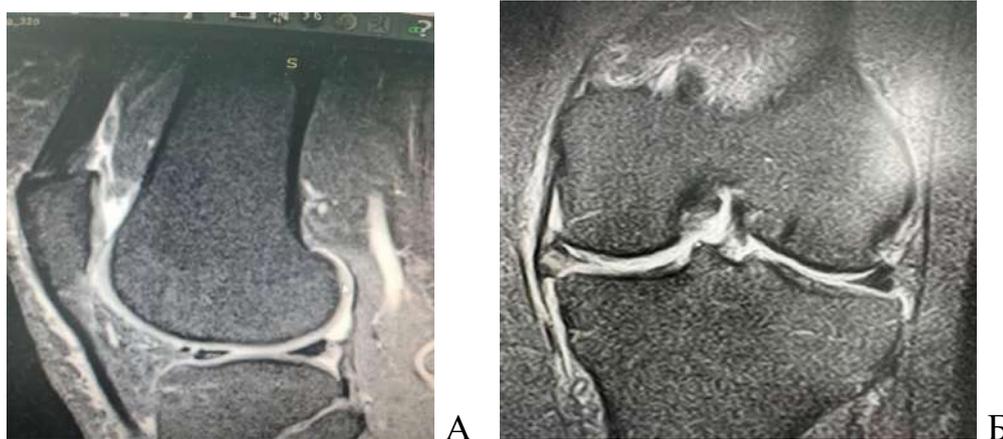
МРТ пациентки К., 56 лет (А, Б). Остеоартрит правого коленного сустава 2–3 ст. Застарелое повреждение медиального мениска Stoller III А. Синовит.
